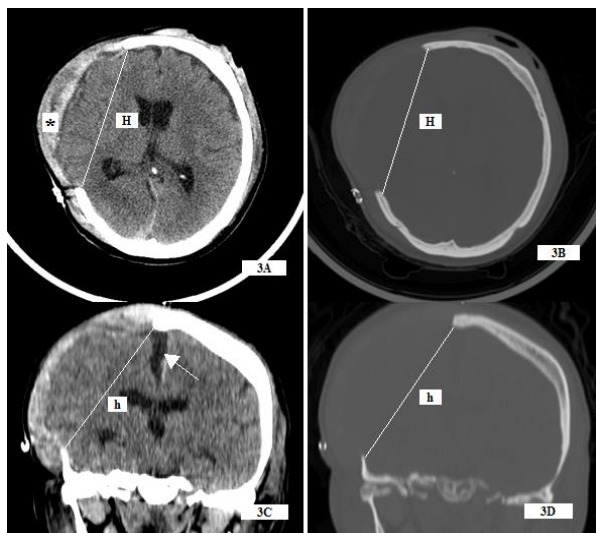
The area of the right craniectomy was approximately measured in sagittal (3A, 3B) and axial (3C, 3D) brain CT images of a patient with acute subdural hematoma by the following equation described in the literature: $\text{Area (cm}^2\text{)} = H * h * \pi$. In this equation, the “H” value is the anteroposterior diameter of the bone flap and the “h” value is the diameter, perpendicular to the “H” value, from the superior craniectomy margin to the inferior margin in centimeters. In this image, a galeal hematoma (with asterix) and cerebrospinal fluid entrapment (with arrow) which developed as complications related to the decompressive craniectomy also can be seen.
